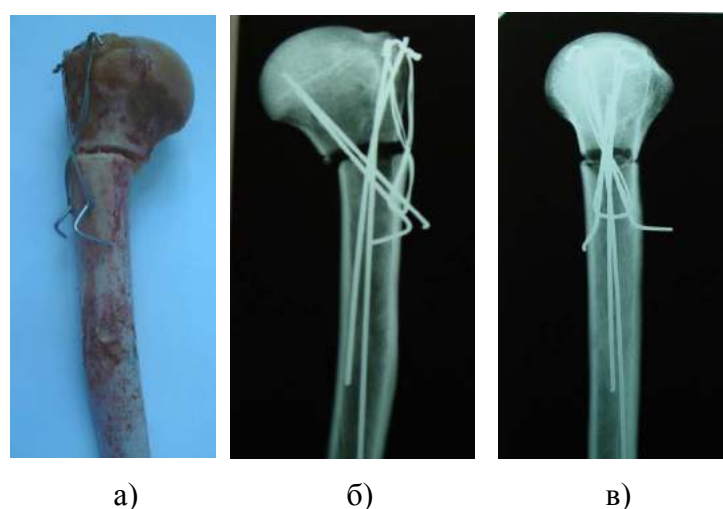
Внешний вид модели двухфрагментного перелома ПОПК со спицами и проволокой: а – модель после исследования; б, в – фоторентгенограммы модели после исследования
